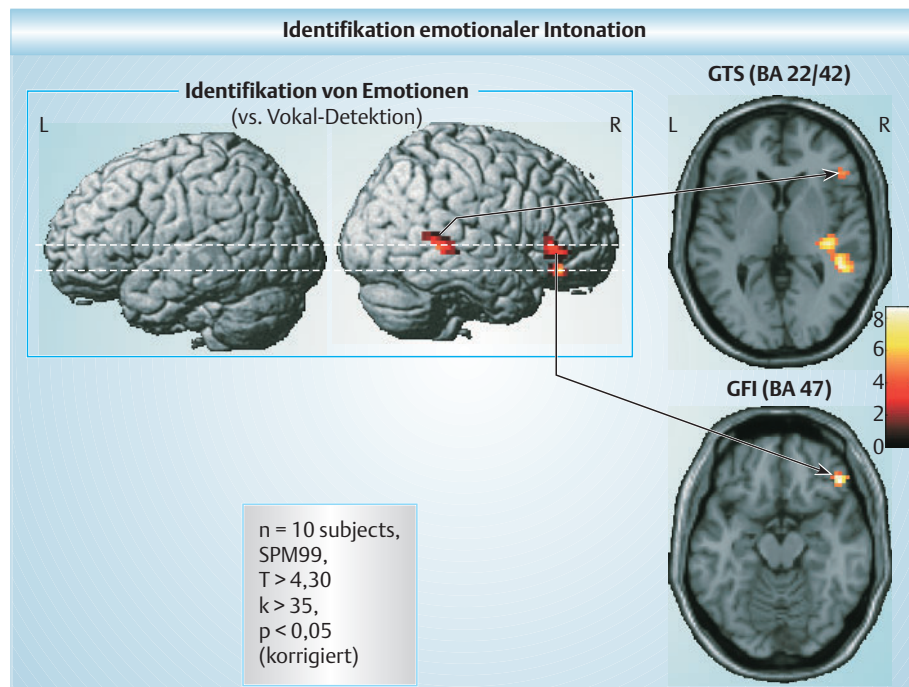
Verteilung hämodynamischer Aktivierung (funktionelle Kernspintomographie) unter einer Aufgabe der Identifikation affektiver Prosodie: In getrennten Durchgängen hatten die Probanden entweder die stimmlich „ausgedrückte“ Emotion auditiv vorgegebener Satzäußerungen zu bestimmen oder aber den ersten Vokal nach dem ersten /a/ zu detektieren (linguistisch-phonologische Aufgabe). Dargestellt ist der Kontrast „Emotionsidentifikation“ versus „Vokaldetektion“. GTS = Gyrus temporalis superior, GFI = Gyrus frontalis inferior.
